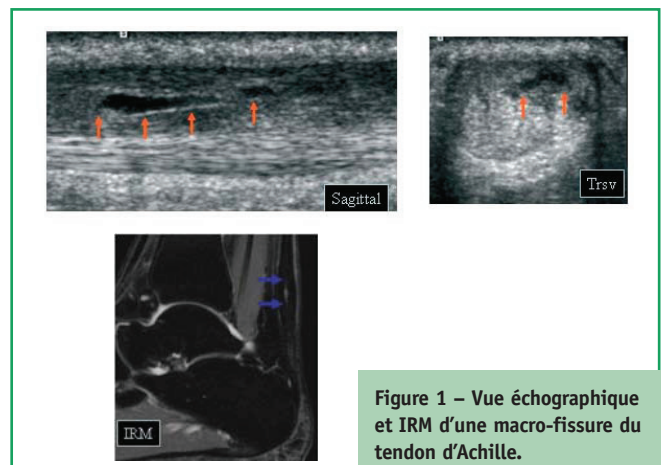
Vue échographique et IRM d'une macro-fissure du tendon d'Achille.
